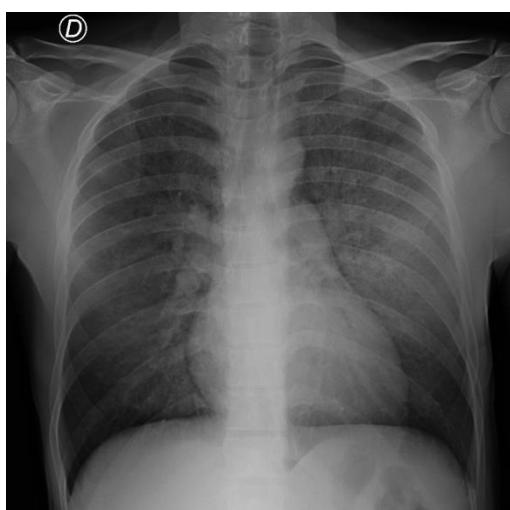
Radiografía de tórax durante su estancia en Urgencias.
